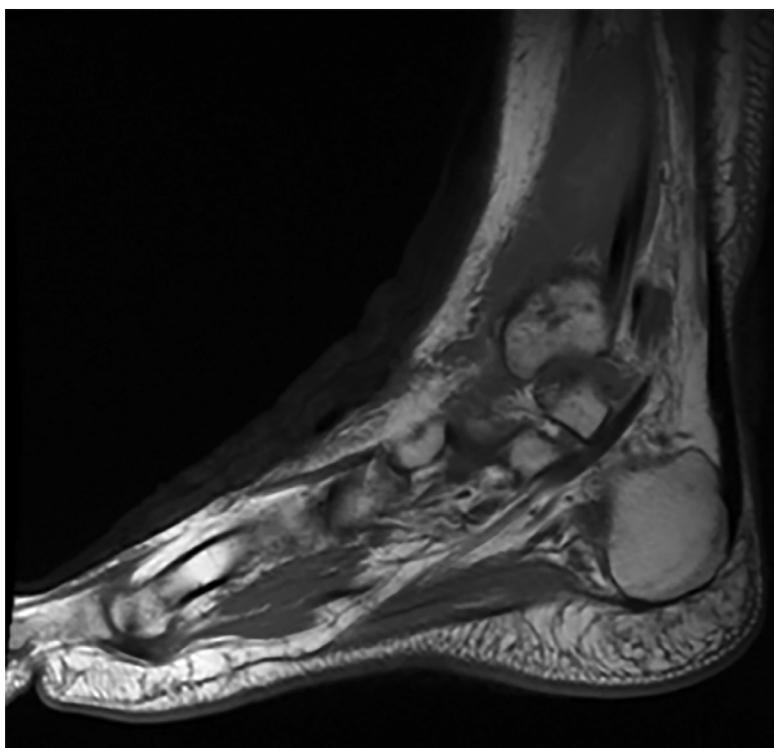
Магнитно-резонансная томография левого голеностопного сустава в режиме T1.
